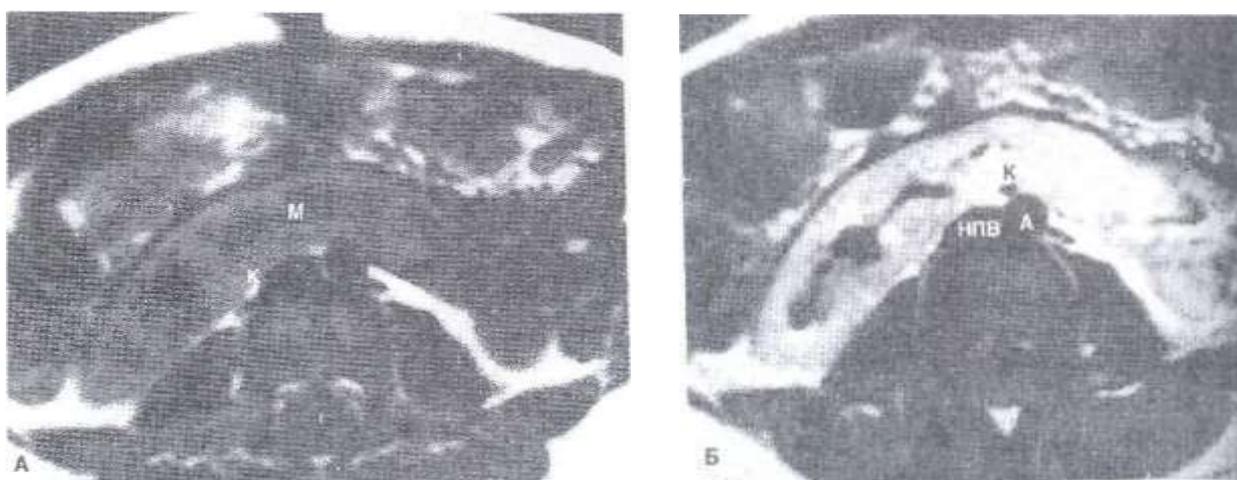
Магнитно-резонансные томограммы. Подковообразная почка. А - без контрастирования, Б - после введения гадолиния.
